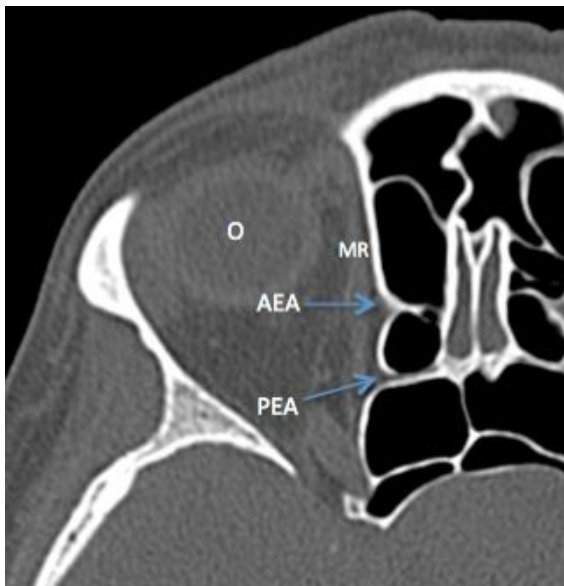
TC axial que muestra la arteria etmoidal anterior (AEA), la arteria etmoidal posterior (PEA), recto medial (MR) y la órbita (O)
